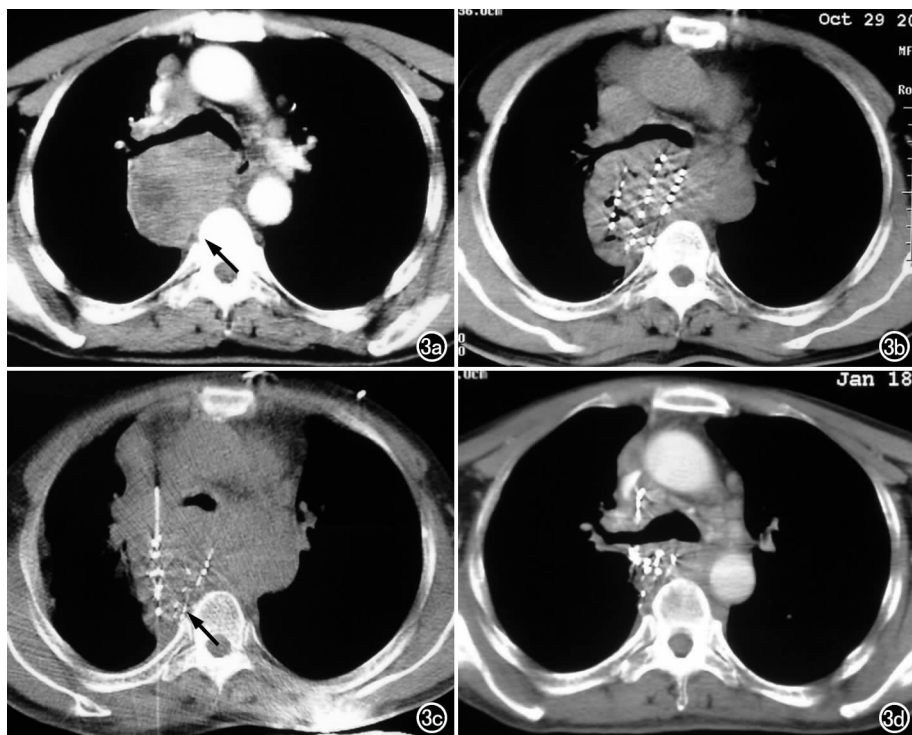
鼻咽癌纵隔淋巴结广泛转移。a) 术前 CT 图像示纵隔淋巴结广泛转移增大(箭); b) 第一次于隆突下淋巴结内¹²⁵I 粒子植入术中; c) 间隔 1 个月后,第二次于腔静脉后淋巴结内植入¹²⁵I 粒子,两次共植入 65 颗粒子(箭); d) 粒子植入术后 3 个月 CT 复查,示纵隔内转移肿大淋巴结明显缩小,肿瘤基本消失。
